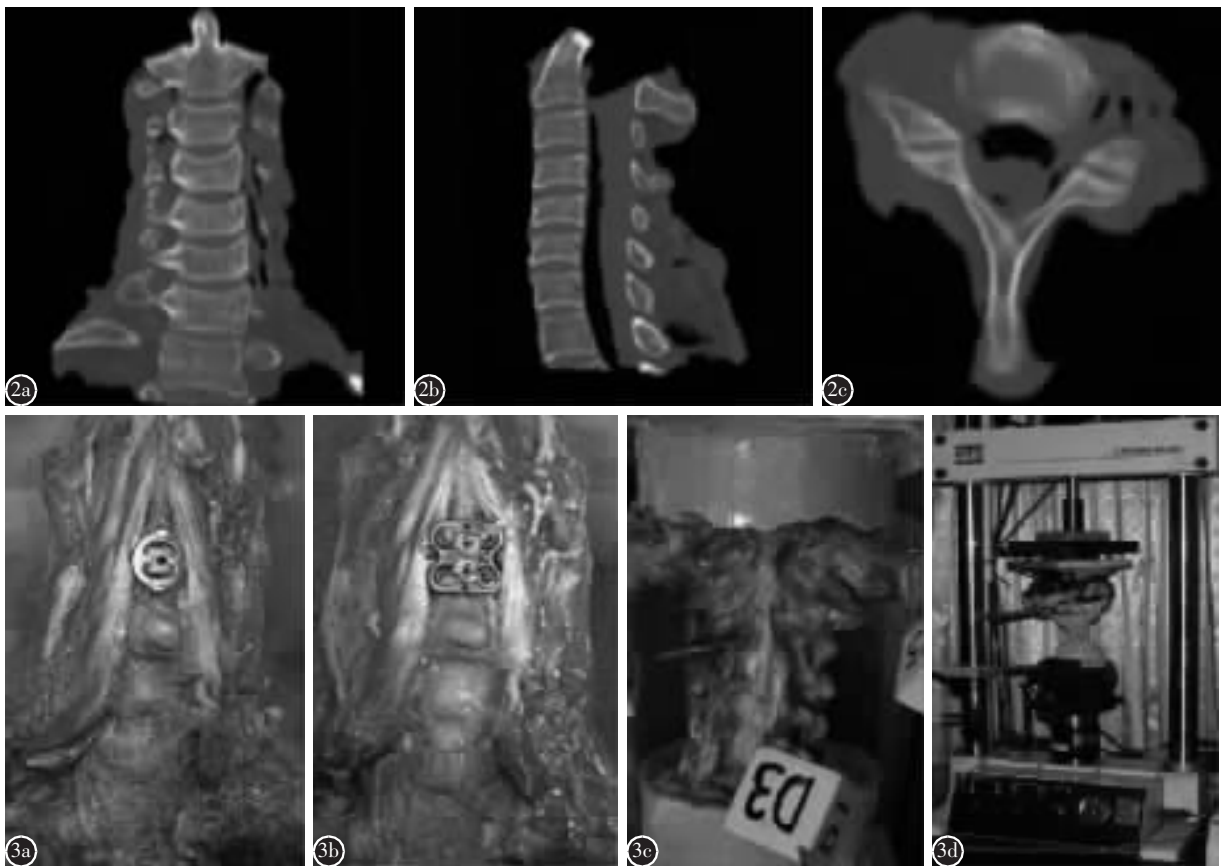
行 CT 薄层扫描筛查的颈椎标本 a 冠状位 CT 图像 b 矢状位 CT 图像 c 水平位 CT 图像, 所有平面均未见椎体骨折、畸形等疾病 图 3 置入假体后的大体标本及生物力学测试图 a 置入 GYZ 记忆合金板的颈椎标本 b 置入传统钛板的颈椎标本 c 设有测量标记物的颈椎标本 d 处于体外力学测试中的标本
